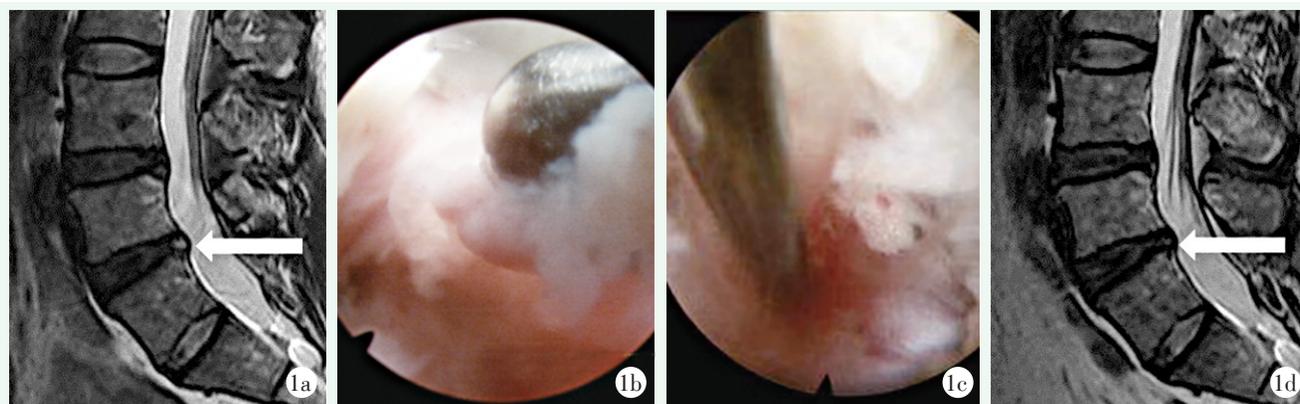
患者，男，38 岁，PRP 治疗 1a: 术前腰椎 MRI 示 L_{4/5} 后缘高信号，椎间盘信号减低，Pfirrmann IV 级 1b: 镜下摘除带有血管翳的椎间盘组织 1c: 将 PRP 注入椎间盘内 1d: 术后腰椎 MRI，L_{4/5} 后缘高信号消失，椎间盘信号较前均匀、亮白，Pfirrmann III 级
